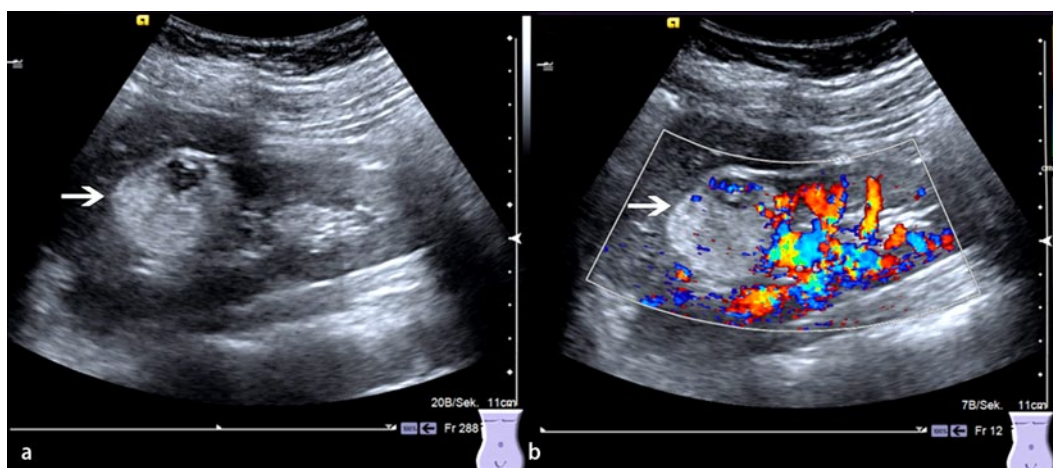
◀ a Sonogramm der rechten Niere (Konvexschallkopf, 4 Mhz): echoreiche, glatt begrenzte Raumforderung am Oberpol der rechten Niere mit Schallschatten (Durchmesser der Raumforderung 3,5 cm, *Pfeil*). Innerhalb der Raumforderung sind kleinere, echoarme Anteile abgrenzbar. b In der farbko-dierten Duplexsonographie ist die Raumforderung nur randständig gering vaskularisiert
